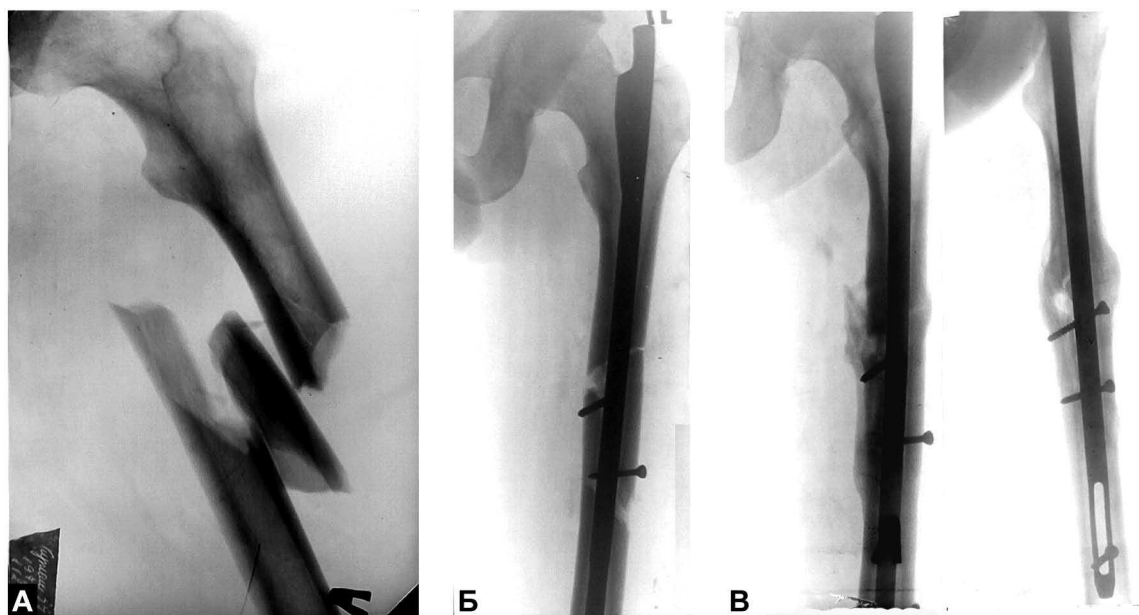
Рентгенограммы больного К., 32 года, и.б. № 12654: А – до лечения; Б – через три дня после операции; В – через три месяца после открытого БИМПО КМПФ-3, динамический вариант.
